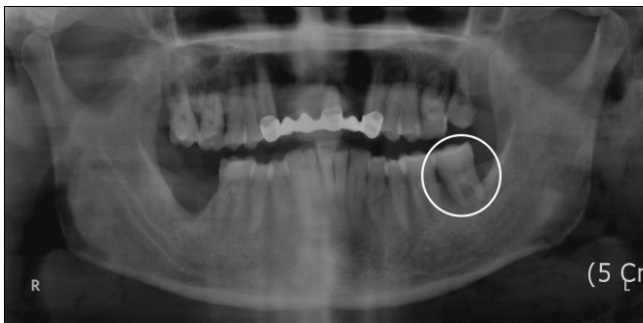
Panorama X-Ray image taken before surgery. Radiolucent lesion on root of right second molar can be found.
